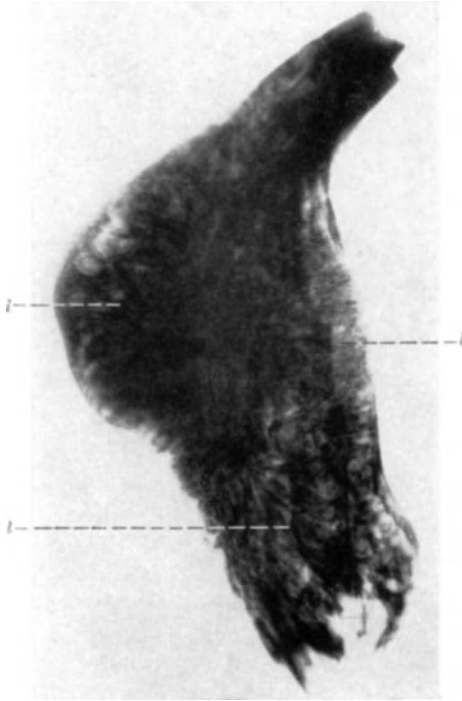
Dasselbe wie Abb. 28a. Kavernoöses Hämangiom der Hinterhaupthautschuppe. Röntgenbild, Lage entsprechend Abb. 28b. Lichtstrahlenartige Anordnung der Knochenbalkchen.
